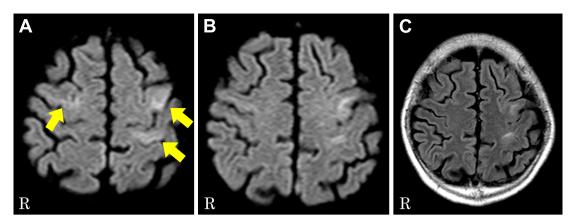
MRI on admission.
